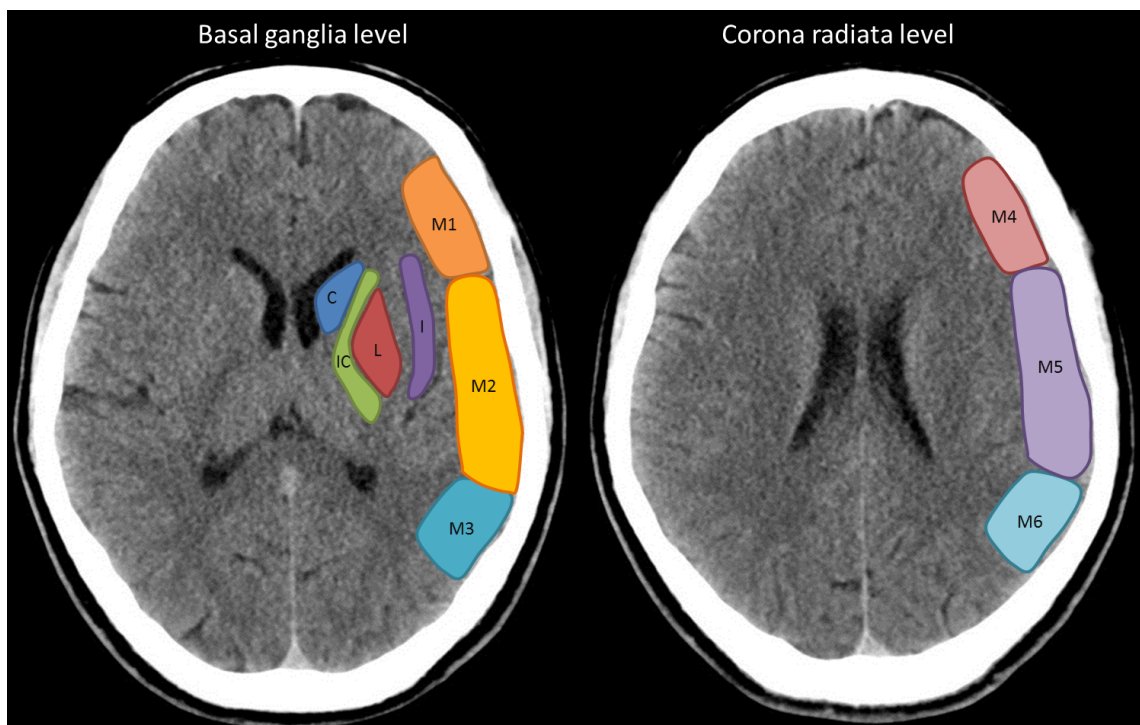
Alberta stroke program early CT score C: Nucleus caudatus, IC: capsula interna, L: Nucleus lentiformis, I: Inselrinde; die Verwendung erfolgt mit freundlicher Genehmigung von Dr. Osamah A. A. Alwalid, Radiopaedia.org, rID: 72706
